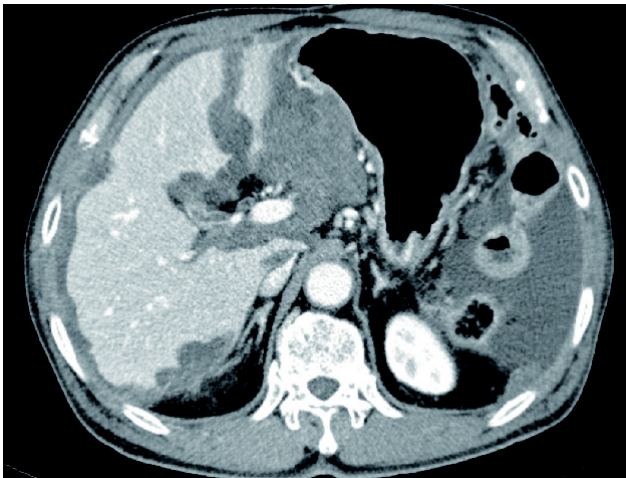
Abdomen CT shows large amount of ascites and low-density nodular lesion on subhepatic space which is called “scalloping” sign.
